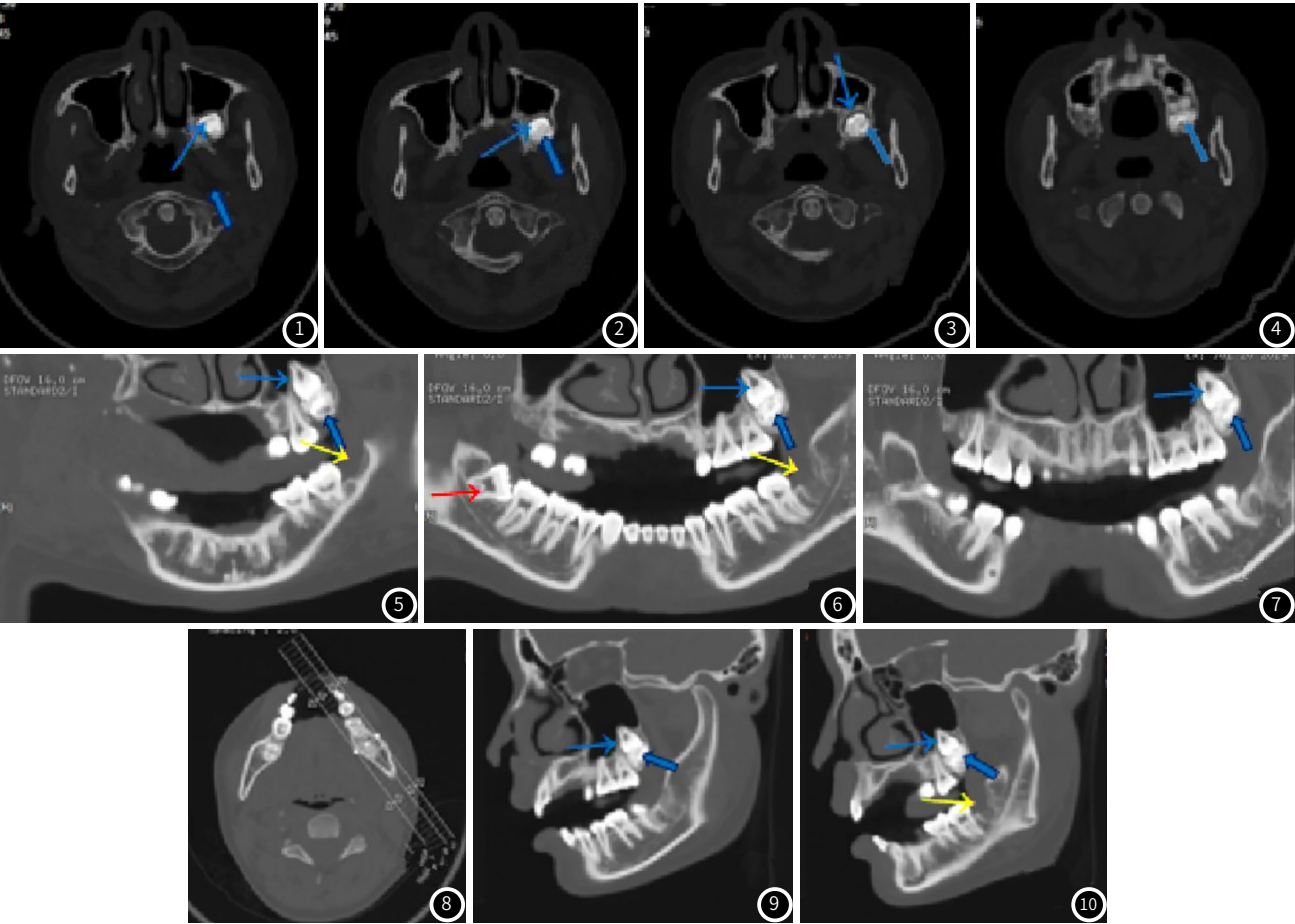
~图10 患者，男，17岁。影像诊断：考虑左上颌第三磨牙处牙瘤并第三磨牙阻生、左下第三磨牙缺如、右下第三磨牙阻生。图1~图4为CT轴位；图5~图7为曲面重建；图8~图10为斜矢状位，如上图所示：左上颌第三磨牙未萌出，其前方见团块样混杂高密度影。左下颌骨第三磨牙缺如。右下第三磨牙阻生。
